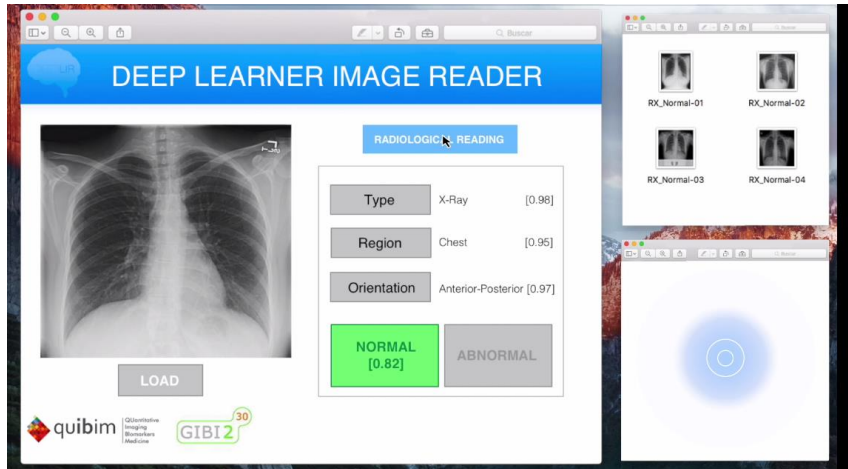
DeepLIR en caso de radiografía de tórax Normal.
